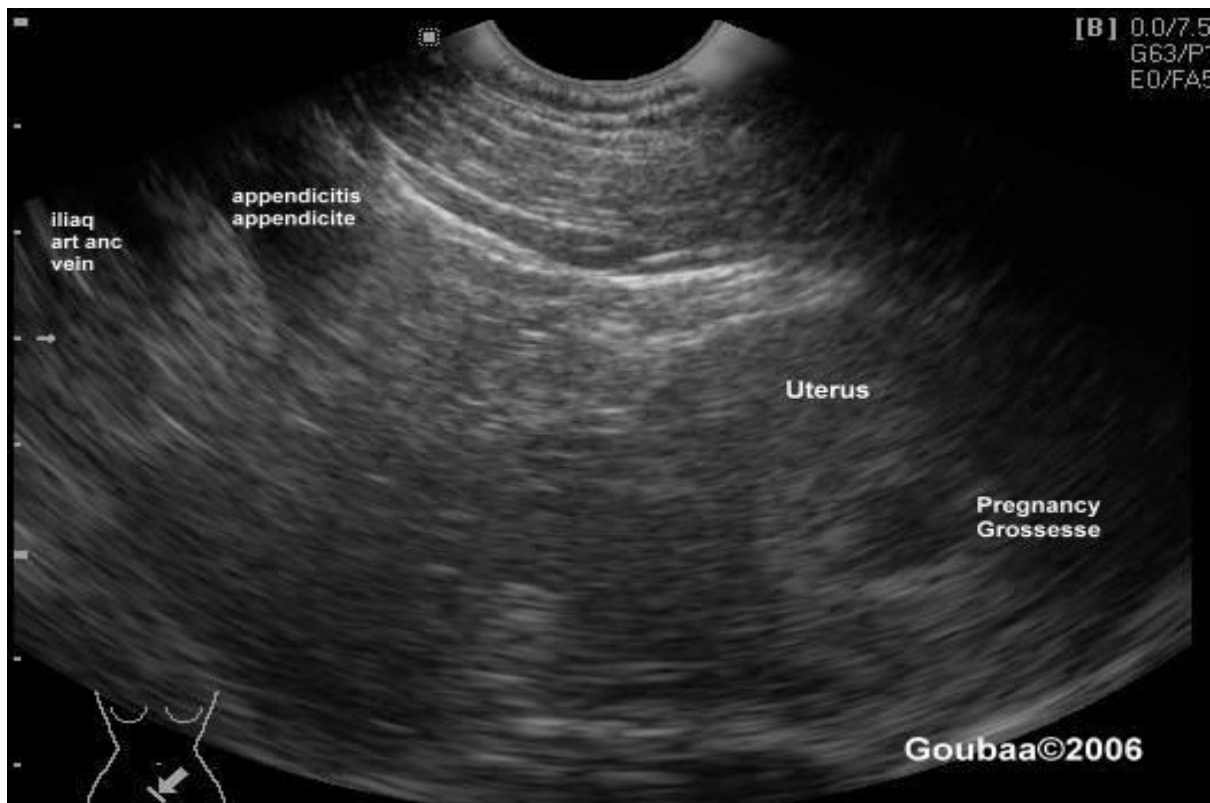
Image échographique montrant une appendicite chez une femme à 7 SA :
